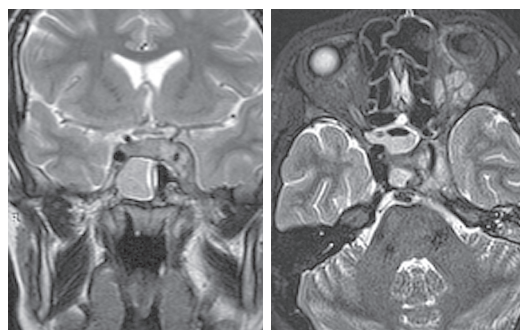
Магниторезонансная томография головы от 10.11.2021: правосторонний сфеноидит, тромбоз кавернозного синуса слева. Слева — коронарная проекция в режиме T2. Тотальное затенение правой половины пазухи клиновидной кости, сужение кавернозного синуса слева; справа — аксиальная проекция в режиме T2. Признаки тромбоза кавернозного синуса слева
